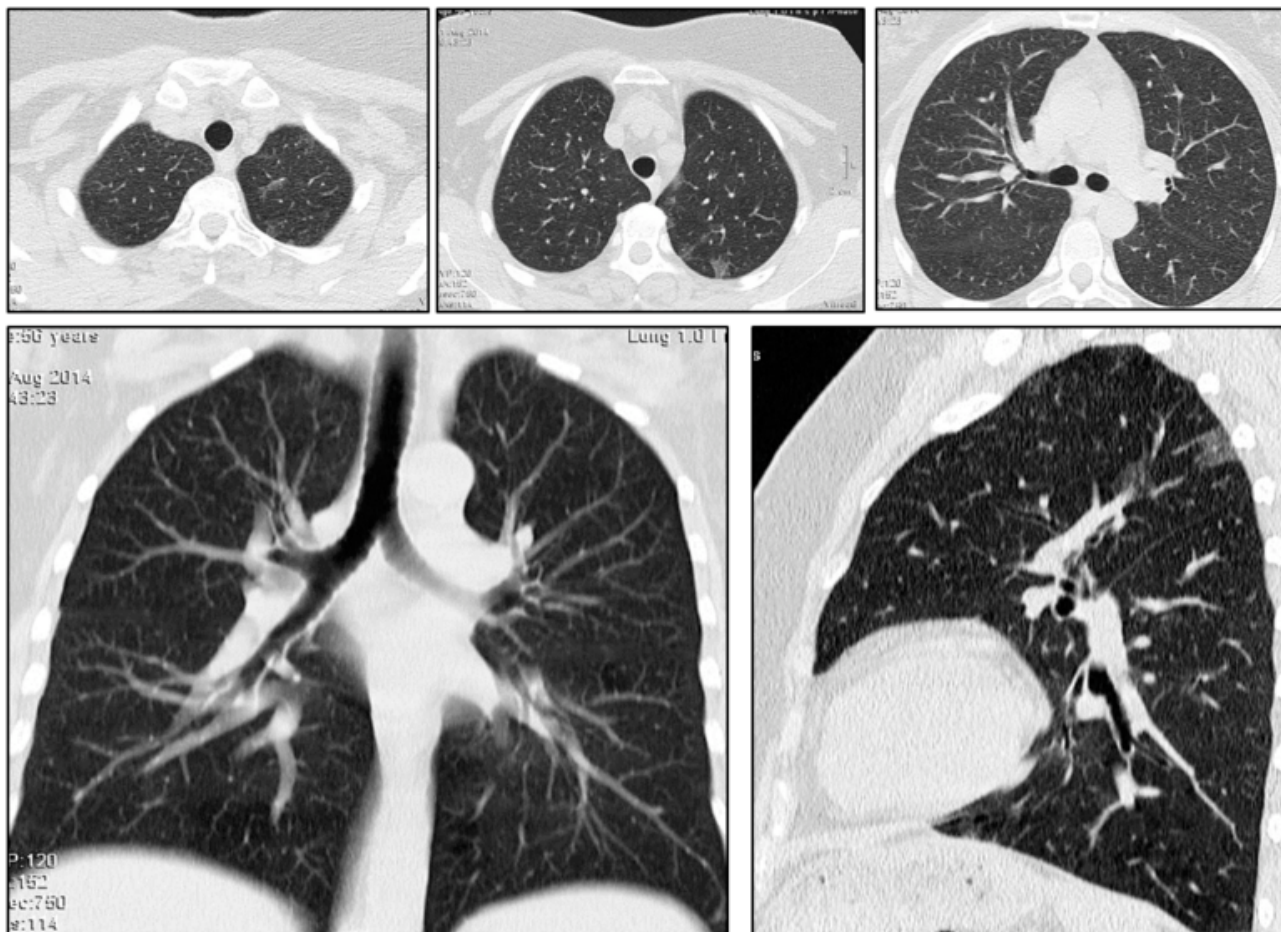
Больная Б., 55 лет, альвеолярный легочный протеиноз, стадия спонтанной практически полной ремиссии. МСКТ органов грудной клетки. Верхний ряд снимков – последовательные апикально-каудальные томографические срезы в аксиальной проекции. Нижний ряд – МПР в краниальной и левой боковой проекциях. Описание изображений в тексте.
